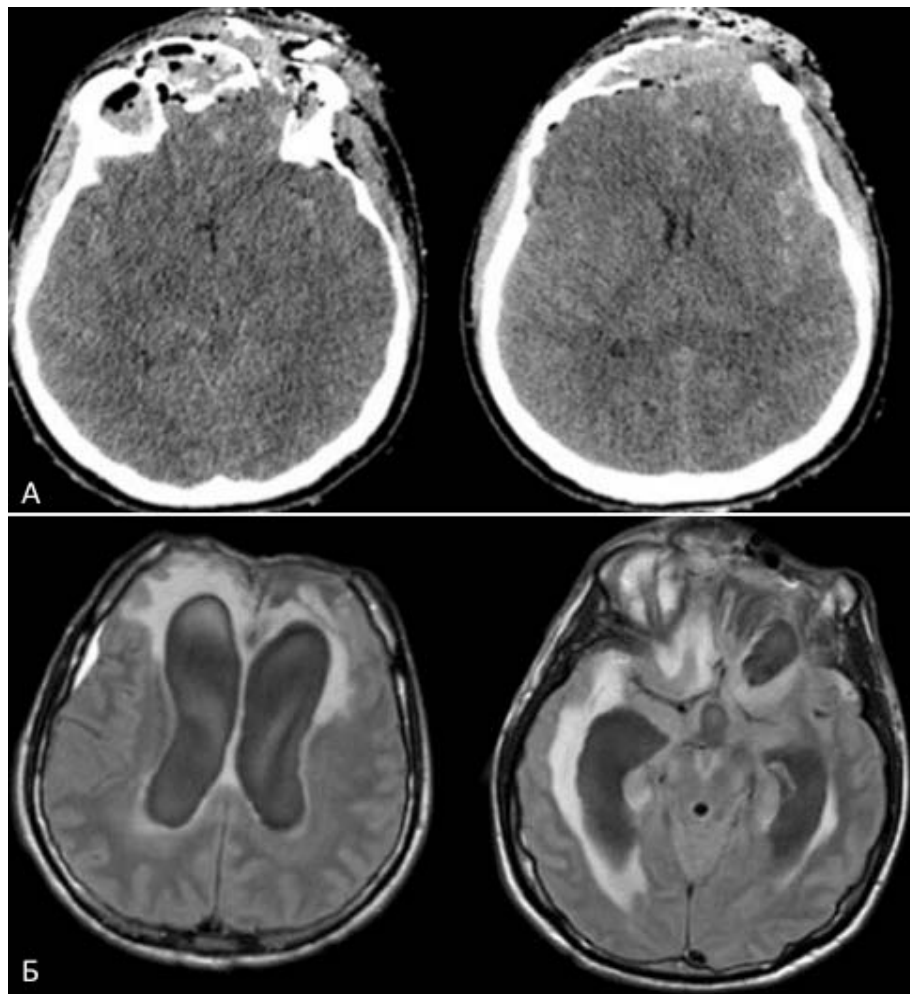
А) КТ пациента М., 29 лет в остром периоде ЧМТ, на момент госпитализации в стационар по месту жительства.
